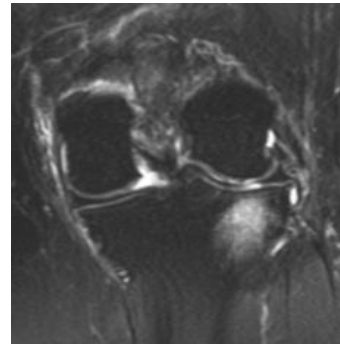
Η μικροαρχιτεκτονική του υποχόνδριου οστού και οι οστεοειδείς ραφές, χαρακτηριστικές των αλλοιώσεων του μυελού των οστών (BMLs), ταυτοποιήθηκαν με MRI σε ανθρώπινα κνημιαία πλατώ που ελήφθησαν κατά τη διάρκεια χειρουργικών επεμβάσεων αρθροπλαστικής γόνατος για ΟΑ. Παρουσιάζονται τρισδιάστατες εικόνες ανακατασκευασμένης μικροϋπολογιστικής τομογραφίας (micro-CT) μιας κυλινδρικής περιοχής διαμέτρου 10 mm σε φυσιολογικό υποχόνδριο οστό (πάνω σειρά), και εντός της BML (κάτω σειρά). Η δεύτερη και τρίτη στήλη εμφανίζουν στεφανιαίες και εγκάρσιες εικόνες micro-CT, αντίστοιχα. Οι εικόνες micro-CT καταδεικνύουν ξεκάθαρα ότι το υποχόνδριο οστό της BML είναι σκληρωτικό, με πυκνότερη υποχόνδρια οστική αρχιτεκτονική, αυξημένο όγκο δοκιδωτού οστού και δομή περισσότερο σαν πλάκα. Η τέταρτη στήλη δείχνει το υποχόνδριο δοκιδωτό οστό βαμμένο με άργυρο / αιματοζυλίνη-ηωσίνη / von Kossa. Φαίνεται ότι ο παθολογικός ιστός έχει αυξημένο οστεοειδές, με αυξημένο πάχος οστεοειδούς ραφής. (Πηγή: Findlay, 2016 [5])
